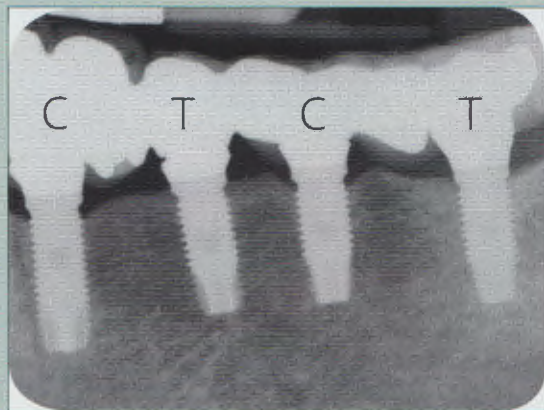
Radiografia periapicale a 1 anno dall'inserzione degli impianti. Il livello osseo si trovava a livello della prima spira degli impianti Osseotite (C) e 1-2 mm più coronale a livello degli impianti FOSS (T).
